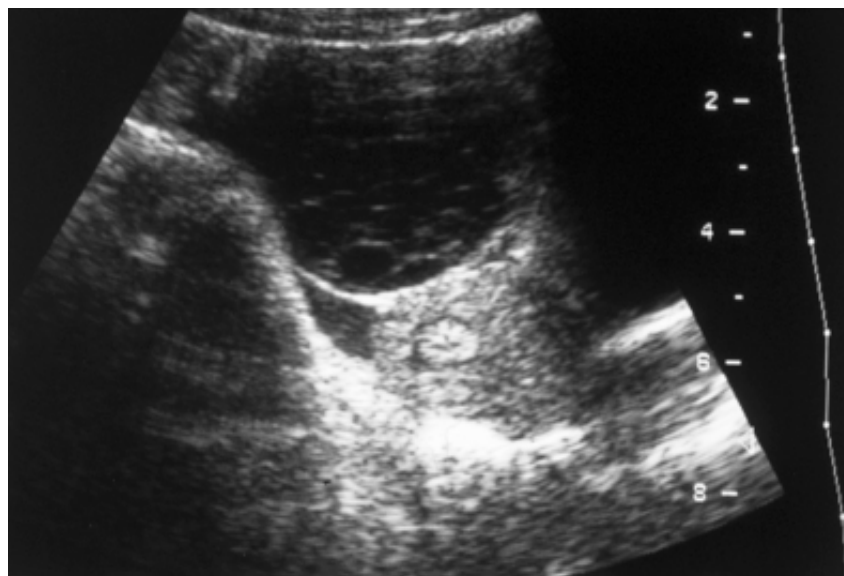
Ultrassonografia ovariana.
